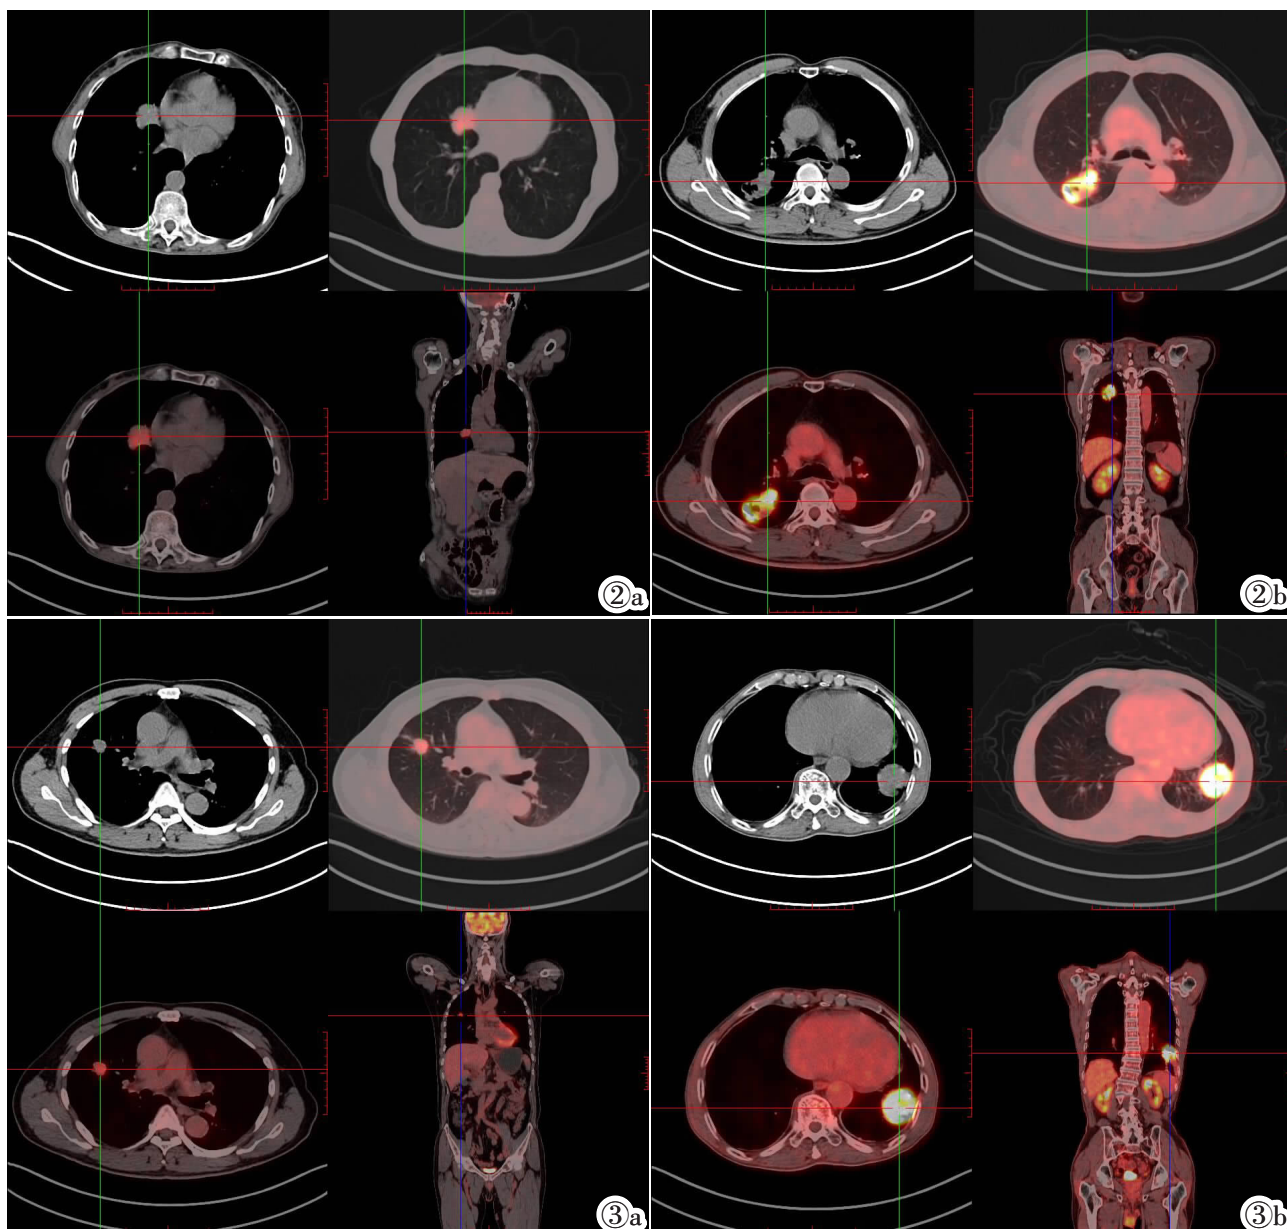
不同 Ki-67 表达患者的 ¹⁸F-FDG PET/CT 图像。图 2a:Ki-67 低表达患者(Ki-67=24%),右肺叶腺癌,SUVmax 为 4.98,MTV 为 10.43 cm³,TLG 为 47.85。图 2b:Ki-67 高表达患者(Ki-67=79%),右肺叶鳞癌,SUVmax 为 9.04,MTV 为 14.58 cm³,TLG 为 96.33。图 3 不同 PD-L1 表达患者的 ¹⁸F-FDG PET/CT 图像。图 3a:PD-L1 低表达患者(阳性肿瘤细胞百分比=12%),右肺叶腺癌,SUVmax 为 5.11,MTV 为 9.36 cm³,TLG 为 36.64。图 3b:PD-L1 高表达患者(阳性肿瘤细胞百分比=63%),左肺叶鳞癌,SUVmax 为 10.34,MTV 为 15.68 cm³,TLG 为 103.64。
